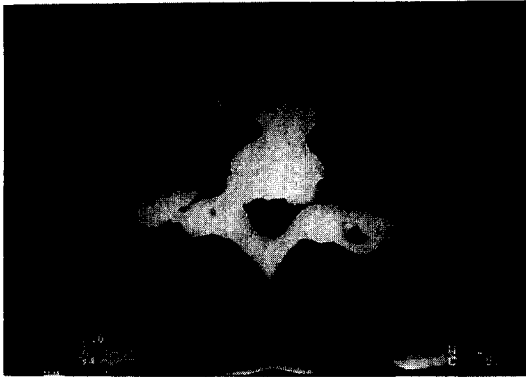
CT of the neck, revealing ossification of the cervical anterior longitudinal ligament with displacement of the esophagus and trachea.
